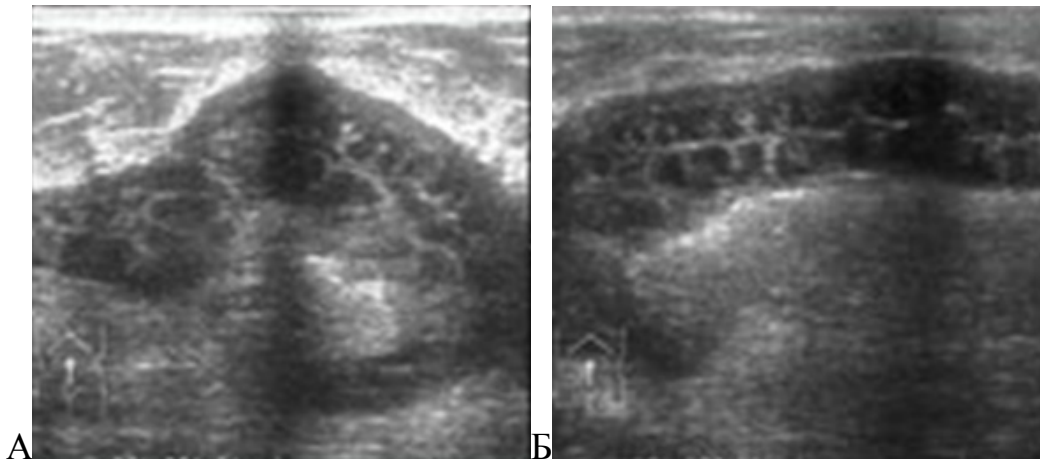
(А и Б). Стронгуляционная кишечная непроходимость по данным УЗИ.
